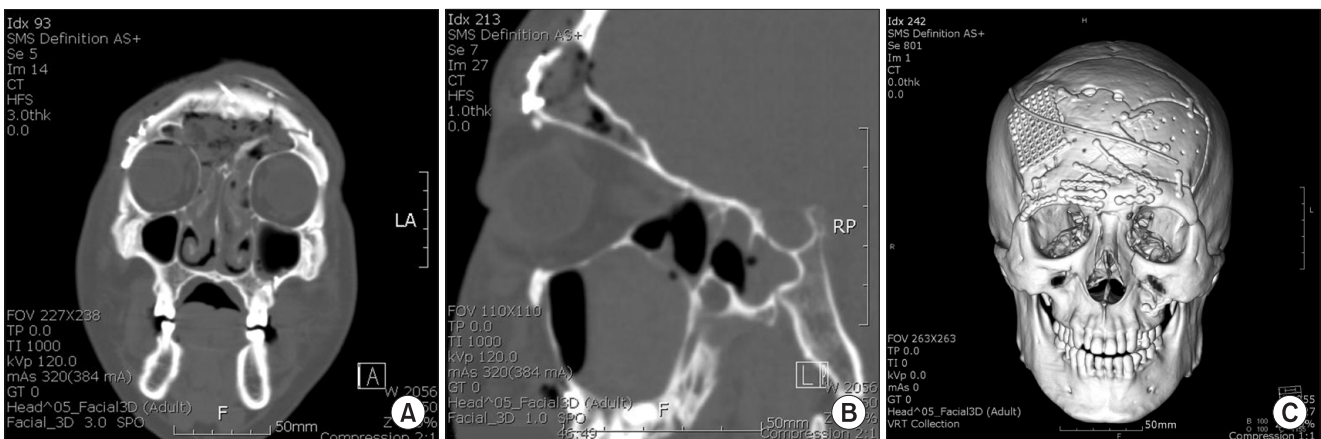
Postoperative radiological finding in Case 3. A. Coronal view of computed tomography (CT). B. Reformatted sagittal view of CT. C. 3-dimensional CT.
